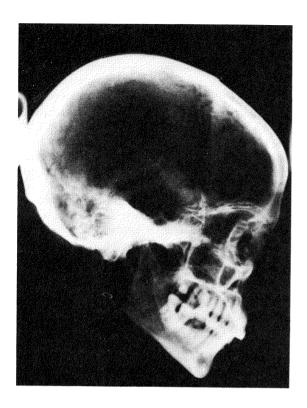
Radiographie de profil du crâne B 34 on note au voisinage du bregma, un décrochement de la voûte (flèche blanche) évoquant une fracture consolidée.
